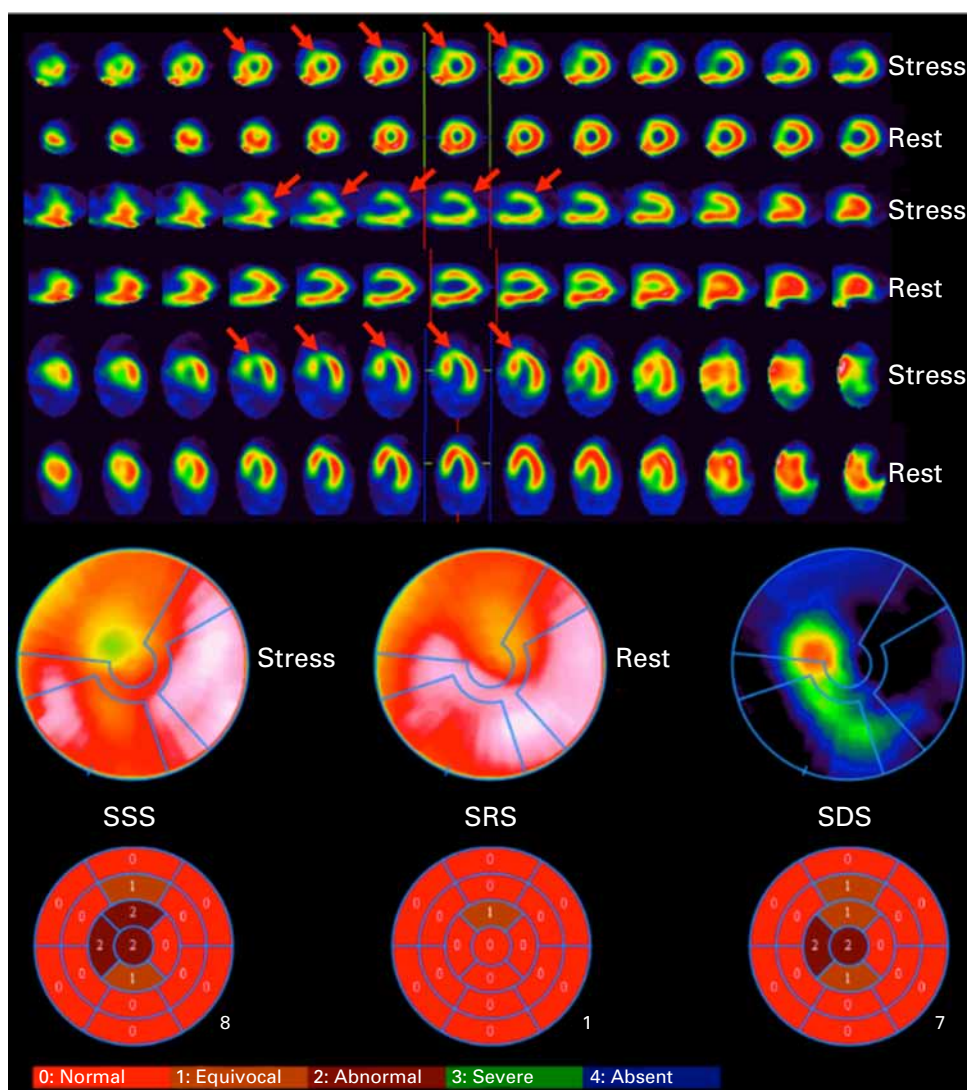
Myocardial perfusion scintigraphy using Tc-99m sestamibi SPECT/CT
